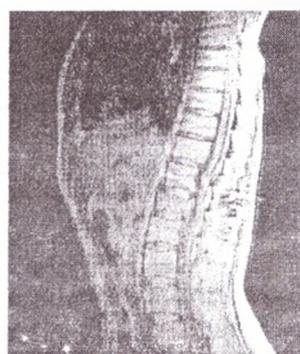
МРТ пациентки Ц. после операции
